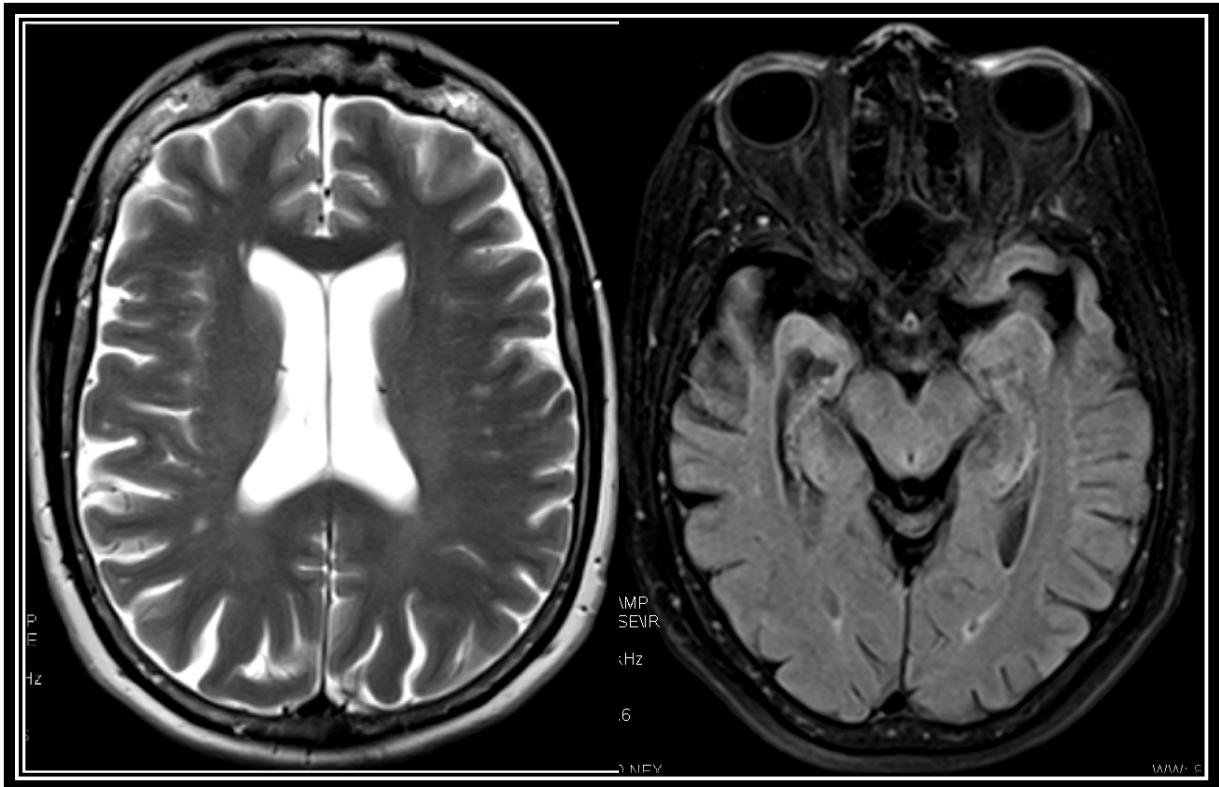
b. De la misma paciente RM en corte axial en T2 y FLAIR, las cuales muestran solo pequeñas hiperintensidades en sustancia blanca compatibles con enfermedad de pequeño vaso, sin embargo la morfología de ambos hipocampos esta conservada.
